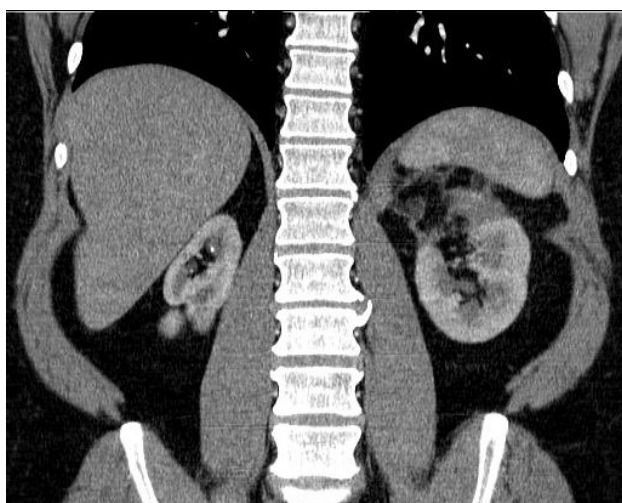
Контрольные КТ-граммы через 4 года после операции у пациента В.
